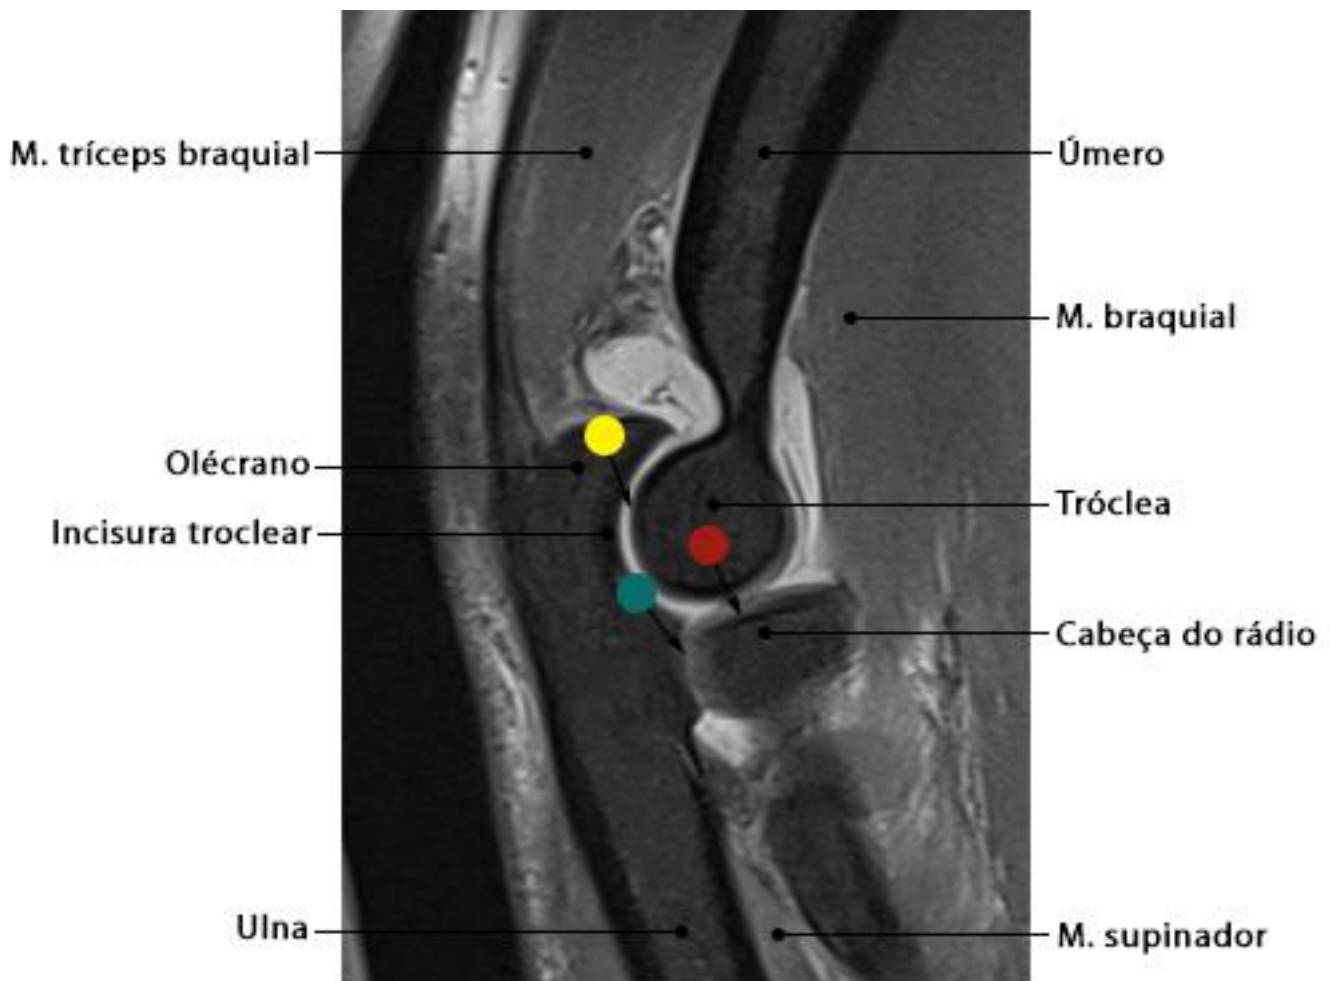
RM do cotovelo em corte sagital com ponderação DP SPAIR
